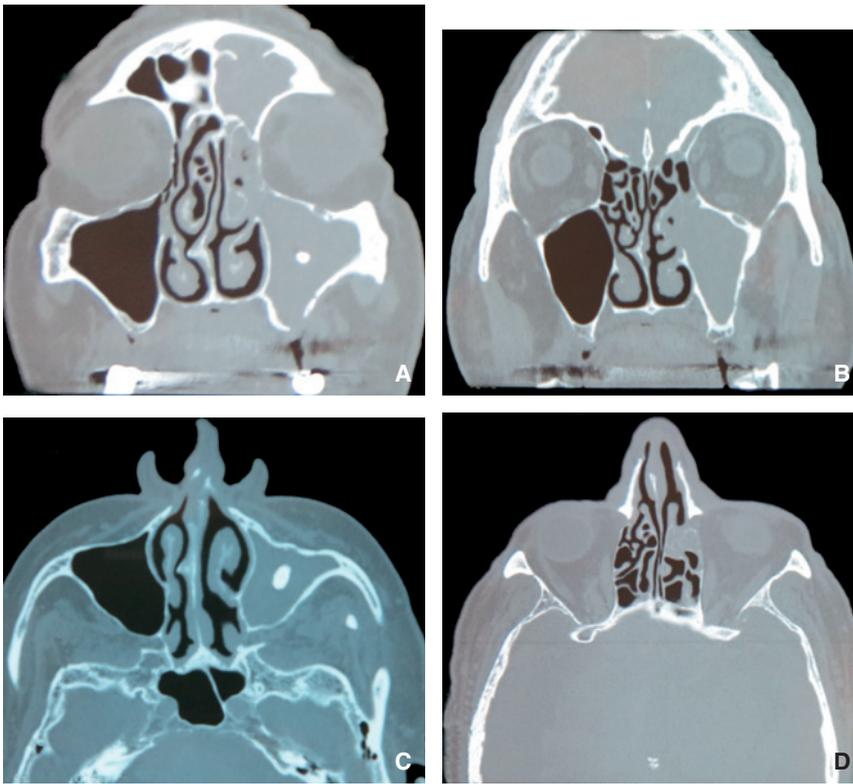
Rinosinusitis aguda infecciosa de origen dental. Tomografía computarizada de los senos que muestra una ocupación completa de los senos anteriores izquierdos, un fragmento dental intramaxilar, así como una comunicación bucodental postextracción dental (A-D).
